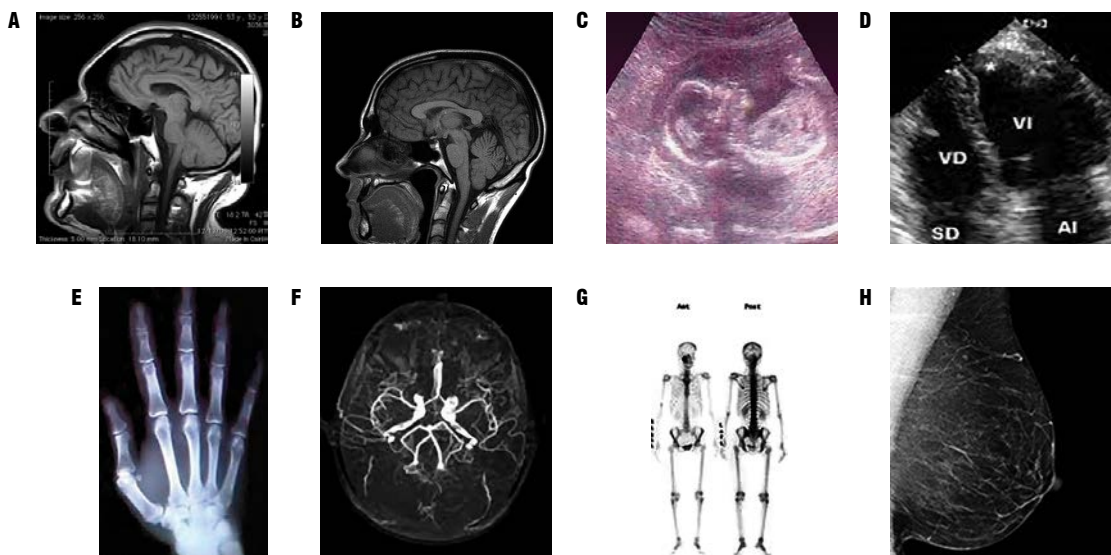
Imágenes obtenidas con las distintas técnicas de diagnóstico. A. Imagen del cerebro obtenida con tomografía computarizada. B. Imagen del cerebro obtenida con resonancia magnética. C. Ultrasonido de un feto en el vientre materno. D. Ultrasonido usado para la medida de los volúmenes de las aurículas y ventrículos del corazón. E. Rayos X de una mano. F. Angiografía (imagen de venas y arterias) obtenida con resonancia magnética. G. Escáner de huesos empleando medicina nuclear para la detección de cáncer. H. Mamografía de una mama sana. Imagen 1A: Obtenida de <http://www.diagnosweb.com>. 1C-D y H: Introduction to Medical Imaging. N. Barrie & A. Webb. Cambridge Texts in Biomedical Engineering 2008. 1E: Foot & Ankle Radiology. R. A. Christman. Churchill Livingstone. 2003.
